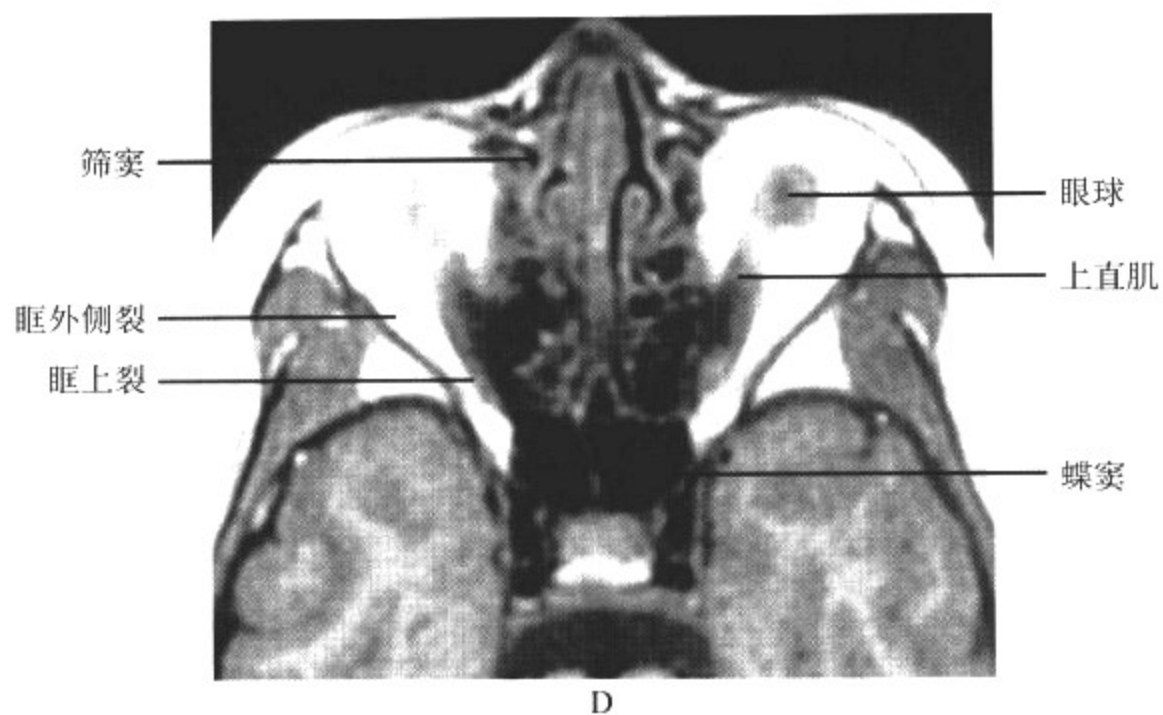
MRI T<sub>1</sub>WI 轴面扫描显示正常眼球和眼眶结构
